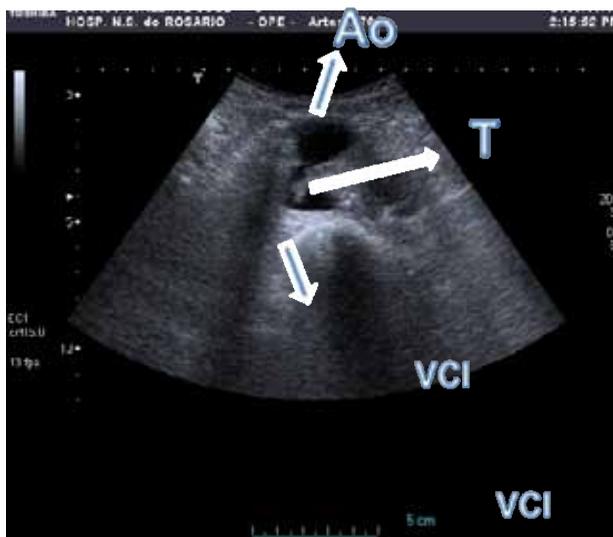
Eco-doppler (com sonda mais distal que na fig. 4) revelando rotura de aneurisma trombosado da aorta para o lúmen da veia cava inferior. Observa-se parte do trombo aórtico já no lúmen da VCI. Ao – aorta; VCI – veia cava inferior; T – trombo irregular
